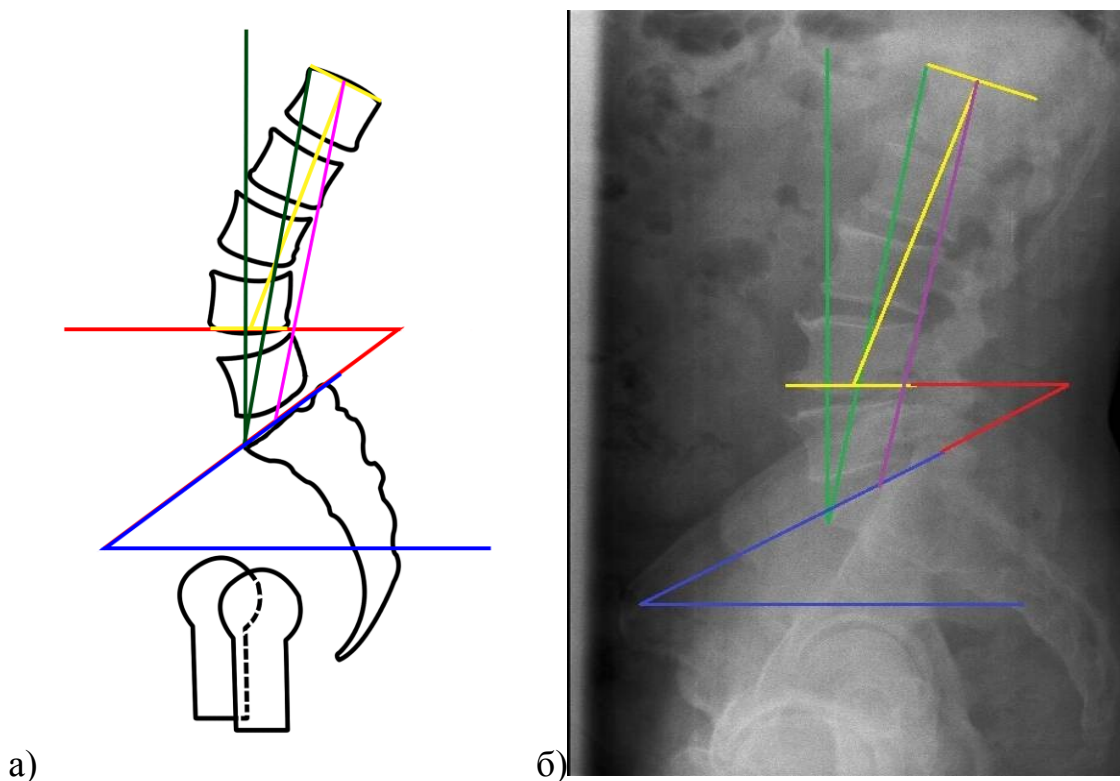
Поясничный лордоз I типа: а – скиаграмма расчета характеристик; б – боковая рентгенограмма позвоночно-тазового комплекса в положении стоя
